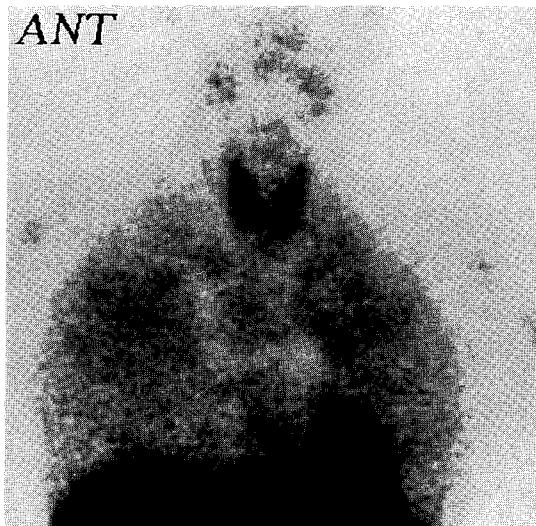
Tc-99m-MIBI Scintigraphy, Anterior view. increased uptake in both upper lung zone corresponding to chest radiographic abnormalities.
